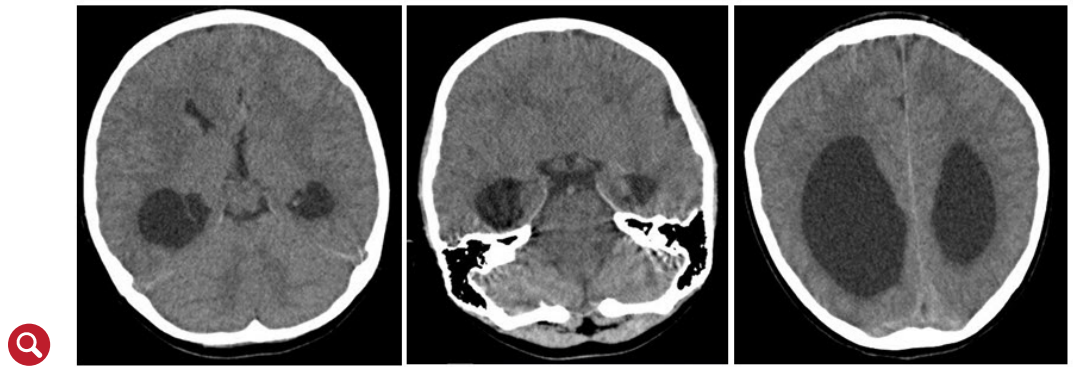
Tomografía axial simple de cráneo con agenesia del cuerpo calloso. Corte transversal. Ausencia del cuerpo calloso con presencia de aspecto en cuerno de becerro de las astas frontales de los ventrículos laterales. Las astas temporales se encuentran aumentadas de volumen a causa de pliegues anómalos de los hipocampos. Los ventrículos laterales se aprecian paralelos.
